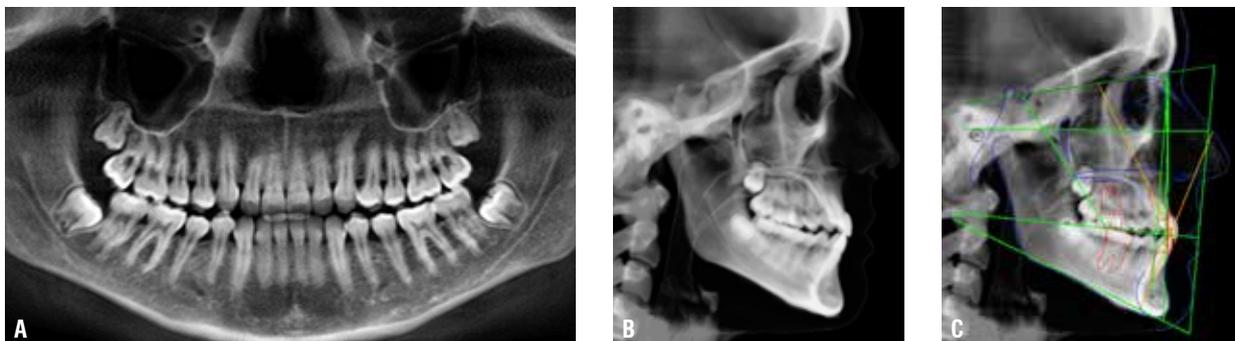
(A-C) – Exames complementares iniciais: A) Radiografia panorâmica inicial, B) telerradiografia inicial e C) traçado cefalométrico inicial.
